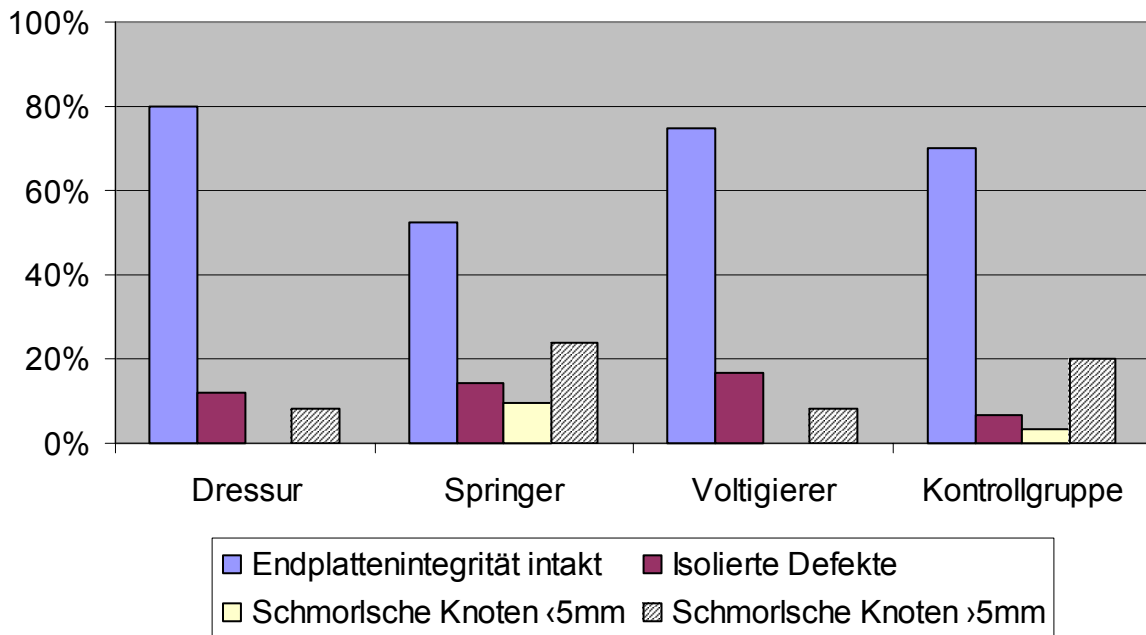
Endplattenintegrität aller MRT-Probanden (n=88)
